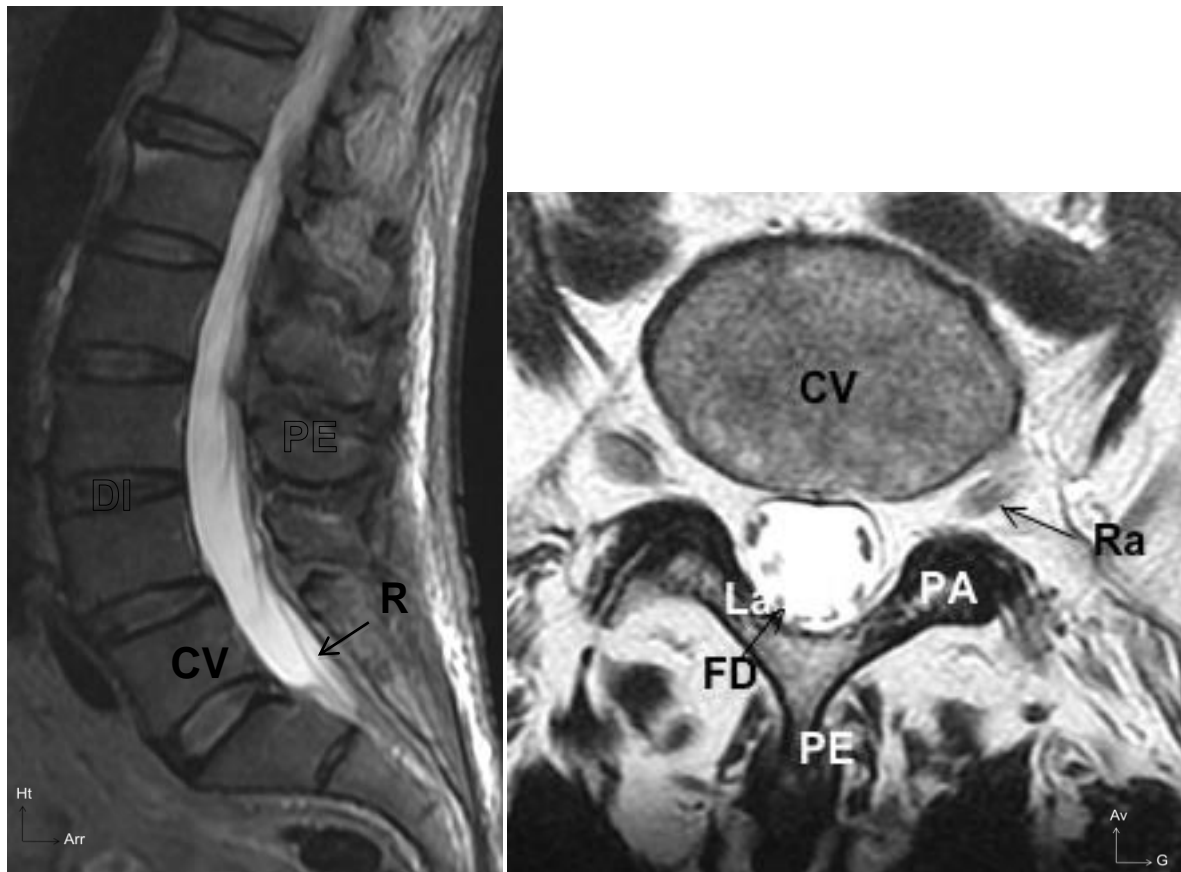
IRM lombaire normale
